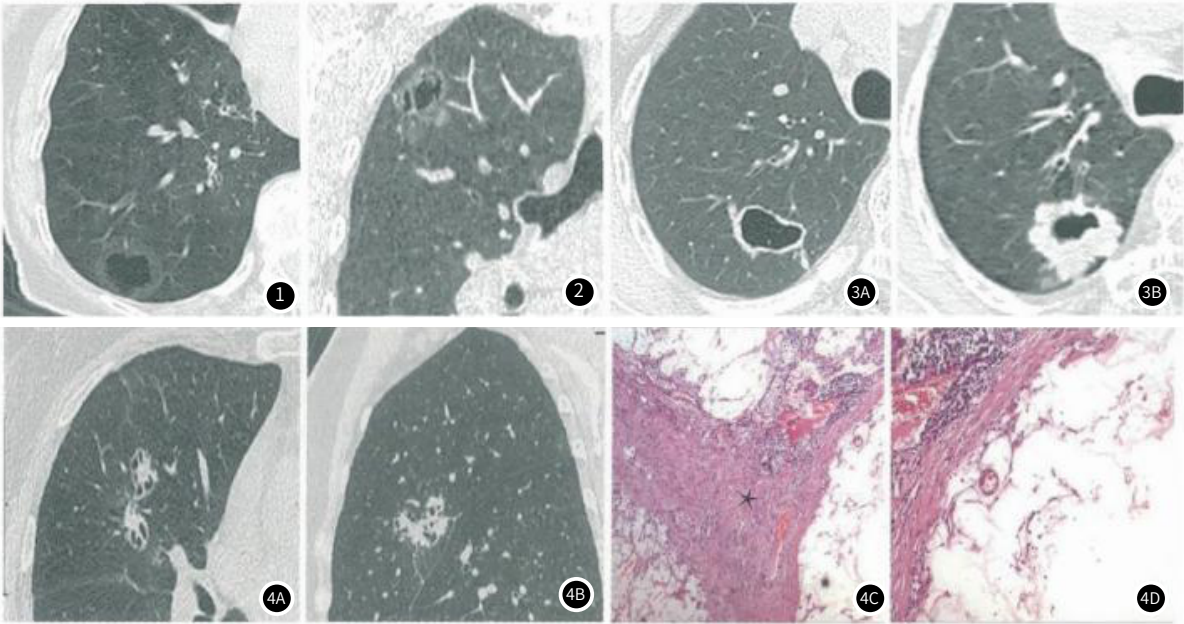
形态学分型为Ⅲ型，横断面 CT 示囊壁环形增厚，薄壁，磨玻璃征。图2 形态学分型为Ⅳ型。冠状面 CT 示蜂窝征，分叶征，腔内分隔。图3A 横断面CT示单发薄壁囊腔；图3B 随访后囊腔缩小，囊壁全周不均匀增厚，浅分叶征。图4 形态学分型为Ⅳ型。图4A：横断面 CT 示多发囊腔，囊壁薄，腔内分隔，蜂窝征；图4B：矢 状面示多发囊腔；图4C：HE $\times 40$ ，病灶内多个囊性区域，中间为分隔(*)；图4D：HE $\times 100$ ，囊内分隔为纤维、血管组织。
